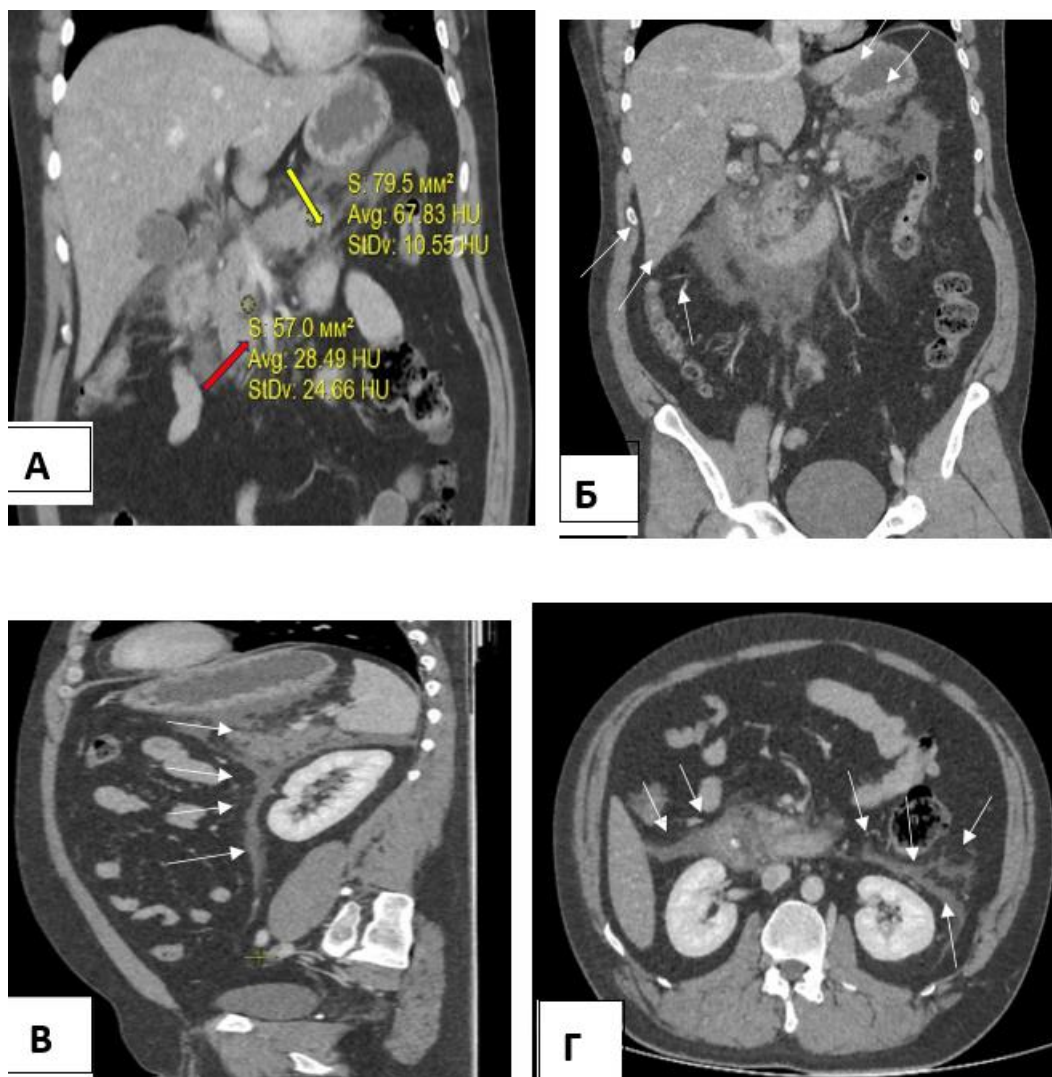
КТ с внутривенным болюсным контрастированием, венозная фаза. 2 сутки заболевания. А,Б – коронарная проекция. В области края ПЖ отмечается плохое накопление контрастного препарата, 28.49 HU (красная стрелка), в области тела контрастирование адекватное, 67.83 HU (желтая стрелка). Распространение парапанкреатической инфильтрации (парапанкреатит) (белые стрелки). В – сагиттальная проекция, парапанкреатит распространяется по переднему листку фасции Герота до уровня L5 слева. Г – аксиальная проекция, на уровне L2, парапанкреатит в области переднего листка фасции Герота справа и слева
